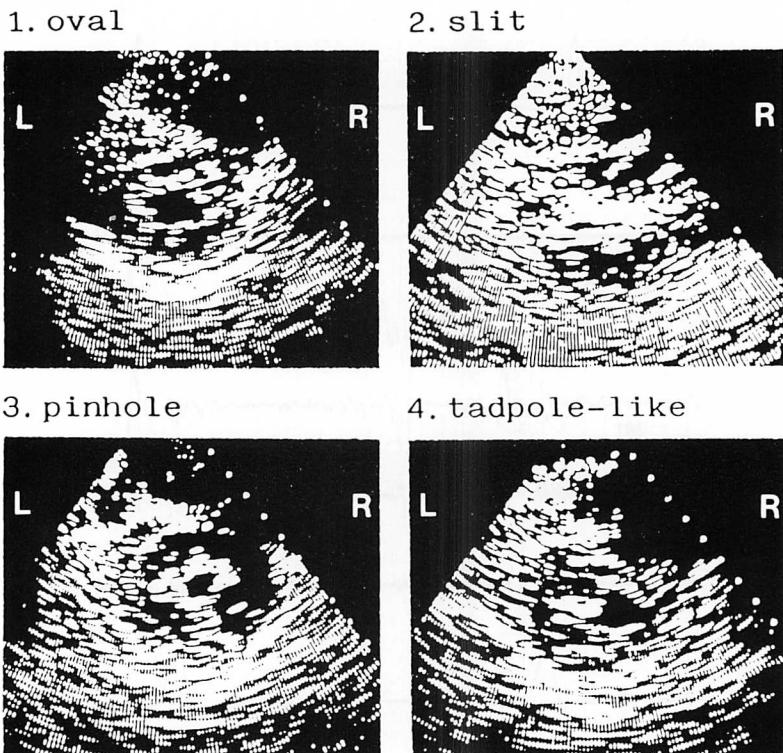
Classification of the shapes of the mitral orifice in the short-axis two-dimensional echocardiograms.
